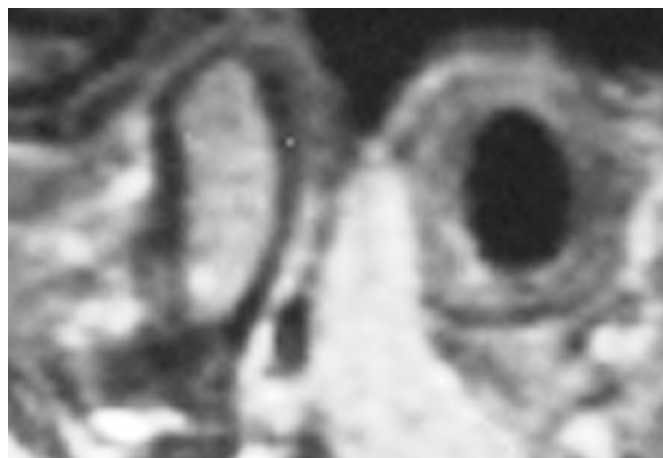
Ressonância nuclear magnética, plano sagital oblíquo, boca fechada, à esquerda, após a infiltração no qual se observa que o disco articular continua bem posicionado.
